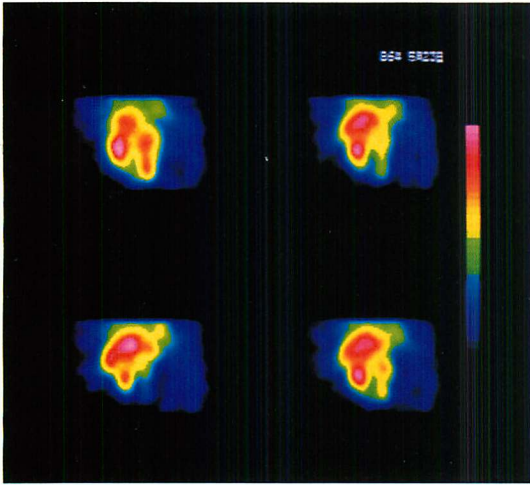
Gated blood pool emission computed tomography (horizontal view).
